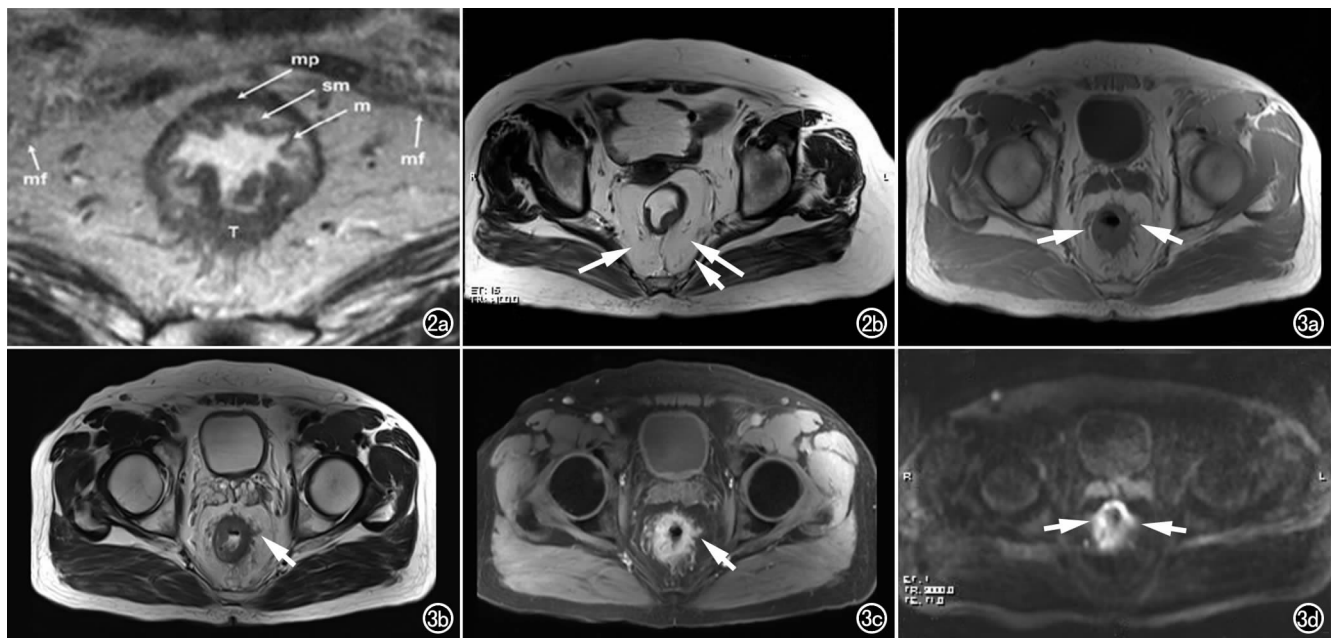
直肠癌。a) T₂WI 清晰显示直肠壁分层和肿瘤组织:粘膜层(m)、粘膜下层(sm)、肌层(mp)、肿瘤组织(T),环周切缘显示完整(mf); b) T₂WI 示直肠系膜为高信号(长箭),直肠筋膜即环周切缘显示完整(短箭)。图 3 T₃期直肠癌。a) T₁WI 示肿瘤组织向直肠系膜内浸润(箭); b) T₂WI 示肿瘤向壁外侵犯深度>5mm(箭),直肠壁与周围脂肪组织间隙消失; c) T₁WI 增强扫描示向壁外侵犯肿瘤组织明显强化(箭); d) DWI 图像上向直肠壁外侵犯的肿瘤组织呈高信号(箭)。
